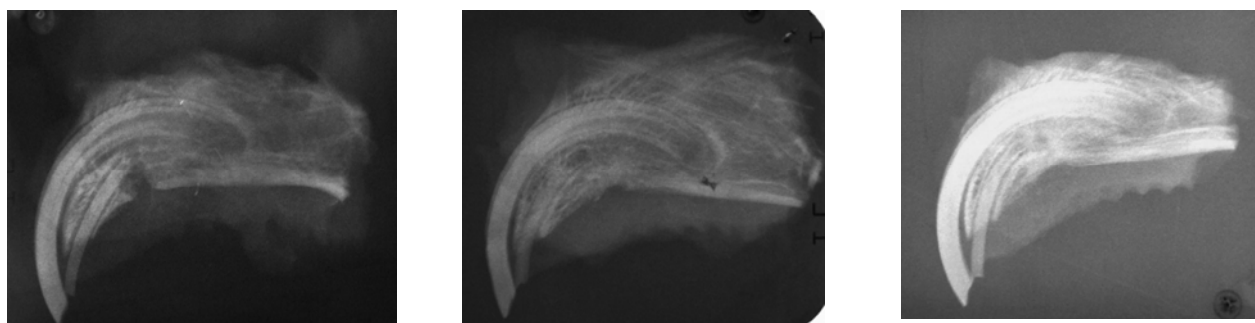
Дослідна група № 2. Фото рентгенограм верхньої щелепи кроля. Термін дослідження 14, 30, 90 діб
